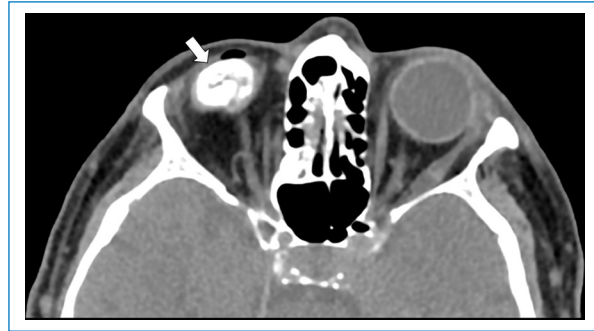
Ptisis bulbi derecha. TC simple de las órbitas en ventana de tejidos blandos que muestra globo ocular derecho atrófico y con calcificaciones burdas en su interior (flecha).
